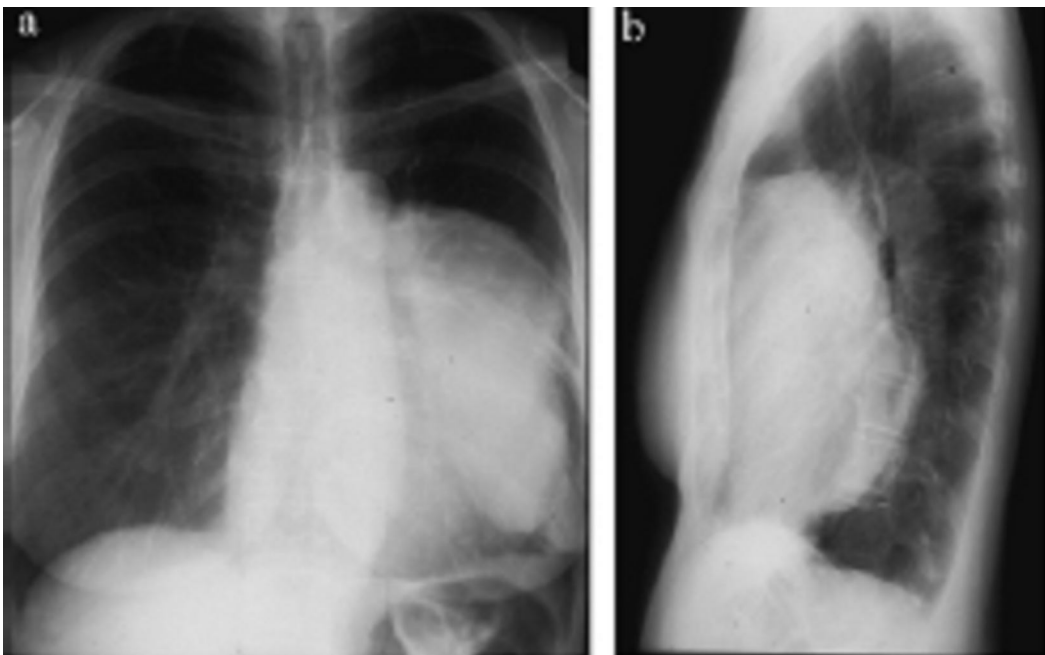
Radiographie thoracique de face et profil gauche retrouvant une volumineuse masse du médiastin antérieur gauche .[25].
